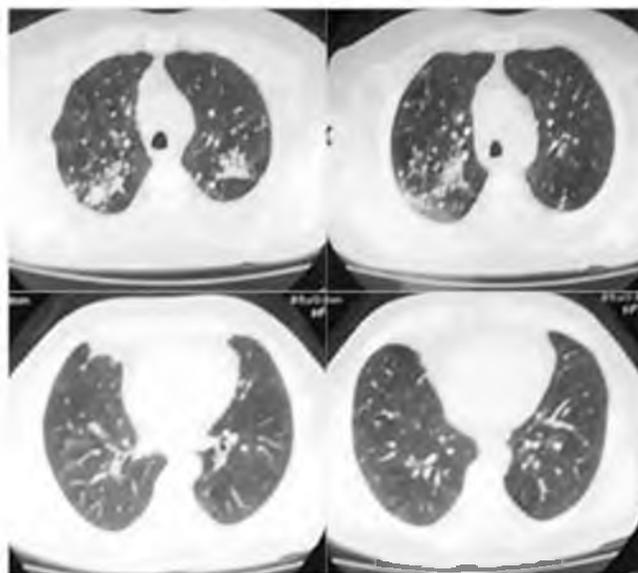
МСКТ грудной клетки (2014 г.). КТ-картина наиболее характерна для саркоидоза 3-й стадии. В сравнении с КТ от 11.04.2012 г. – увеличение количества очагов в средних и базальных отделах обеих легких, нарастание фиброзных изменений
